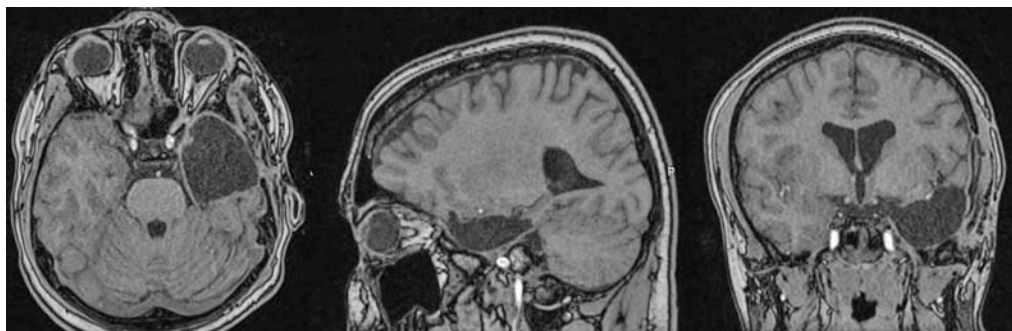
МРТ-контроль головного мозга у пациента с передней височной лобэктомией.
